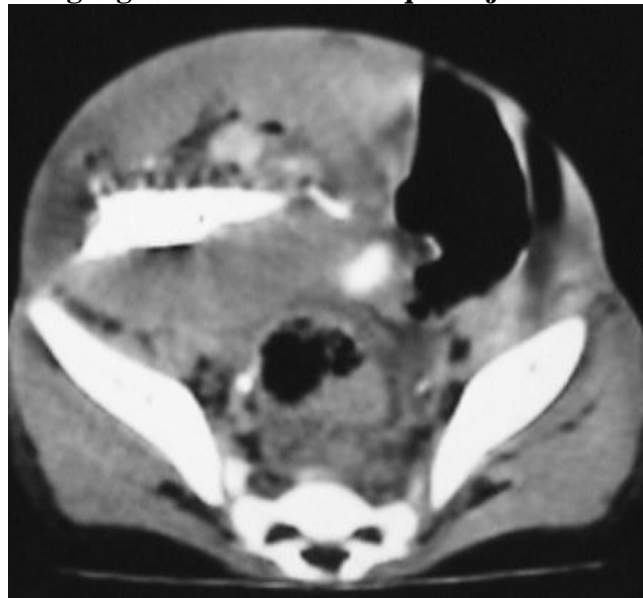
TDM en coupe axiale après balisage digestif et injection intraveineuse de produit de contraste montrant un important épaississement digestif au niveau de la fosse iliaque droite
